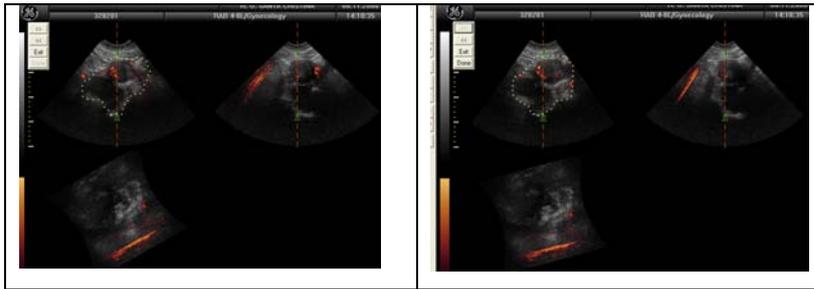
Índices angiopower Doppler tridimensional
